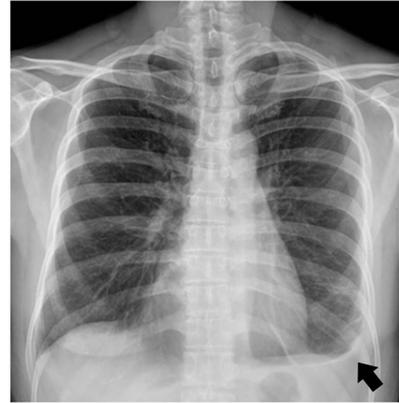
Chest X-ray shows left pleural effusion. (arrow)
